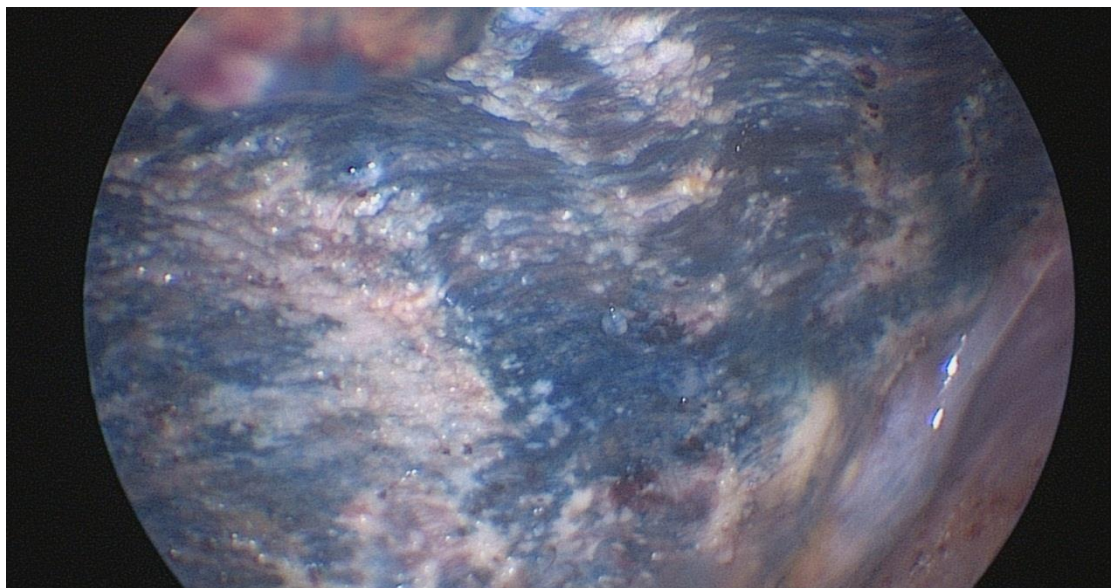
Проверка зоны инфузии химиопрепарата. Определяется интенсивное окрашивание зон метастатического поражения реберной части париетальной плевры.
